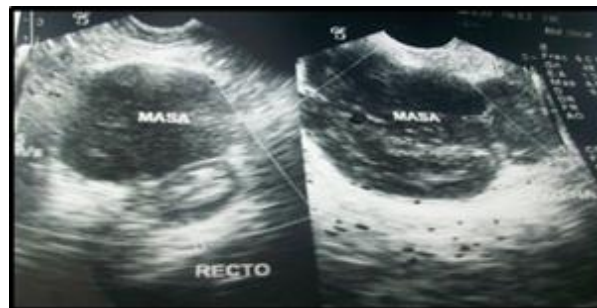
Ultrasonido región rectal y ultrasonido región perianal (imagen que mide 4,82 x 6,70 x 6,87 cm, volumen de 116,15 ml).
